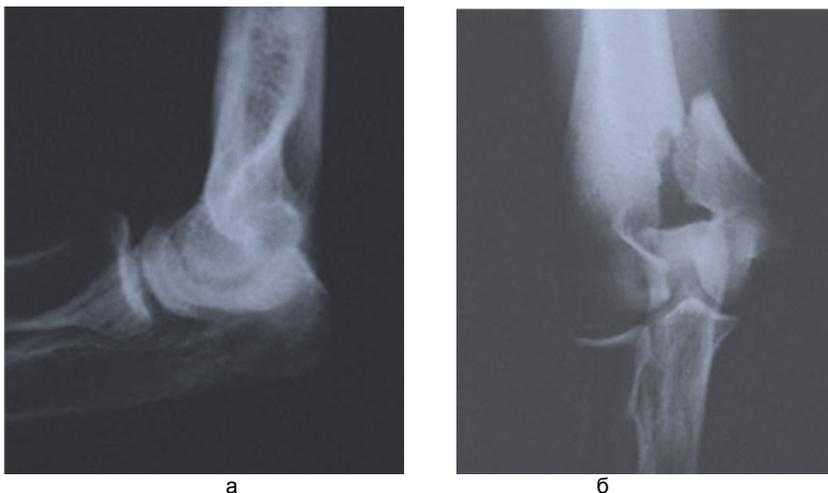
Рентгенограмма б-ного Е., 48 лет, набл.12, и.б.№4496/09.
